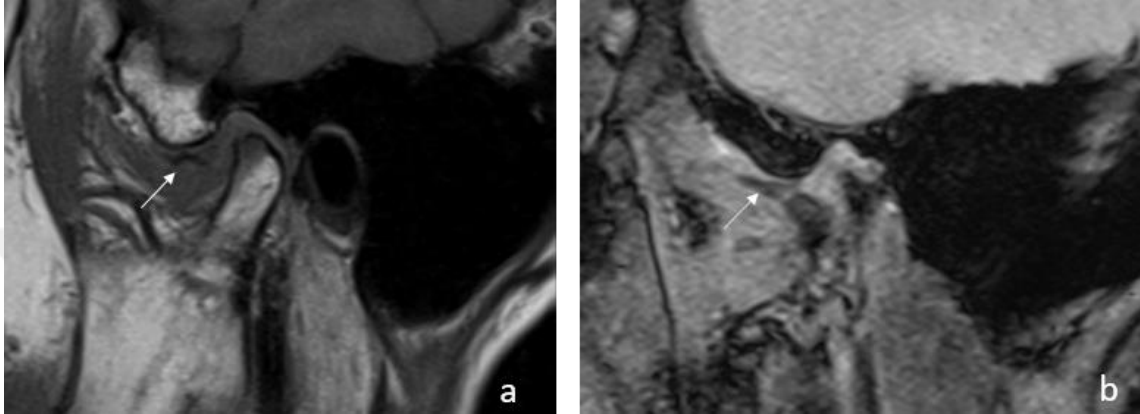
Manyetik rezonans görüntülerinde normal disk pozisyonuna sahip TME a) T1-ağırlıklı görüntüde kapalı ağız pozisyonunda; artiküler diskin posterior sınırı saat 12 pozisyonunda b) Dinamik görüntüde açık ağız pozisyonunda artiküler disk kondil ile artiküler eminens arasında izlenmektedir. (İnce ok: Artiküler disk, kalın ok: glenoid fossa c: kondil)
